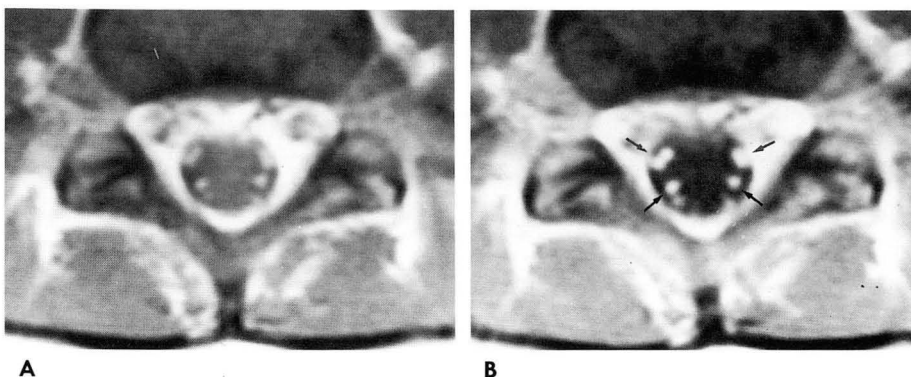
Case 3. T1-weighted axial image at L4-5 level before (A) and after (B) gadolinium injection. Strong enhancement of thickened nerve roots (black arrows) of cauda equina is well seen on b.
